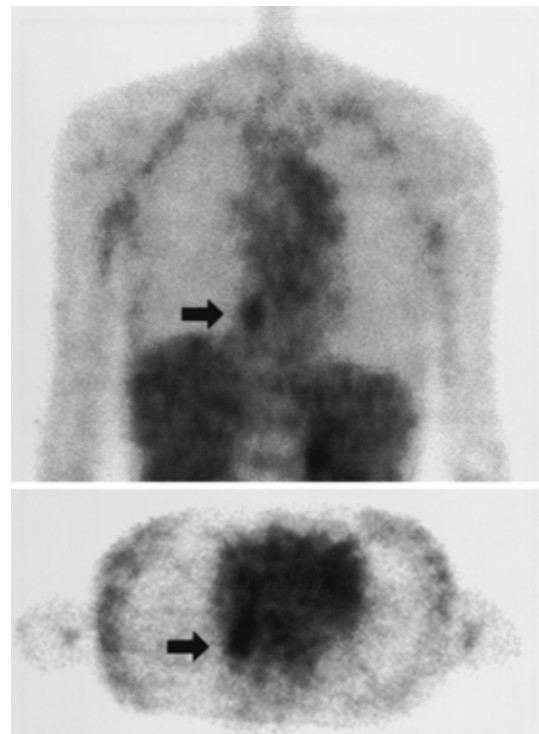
Whole-body FDG-PET demonstrating abnormal uptake behind the right atrium of the heart.
